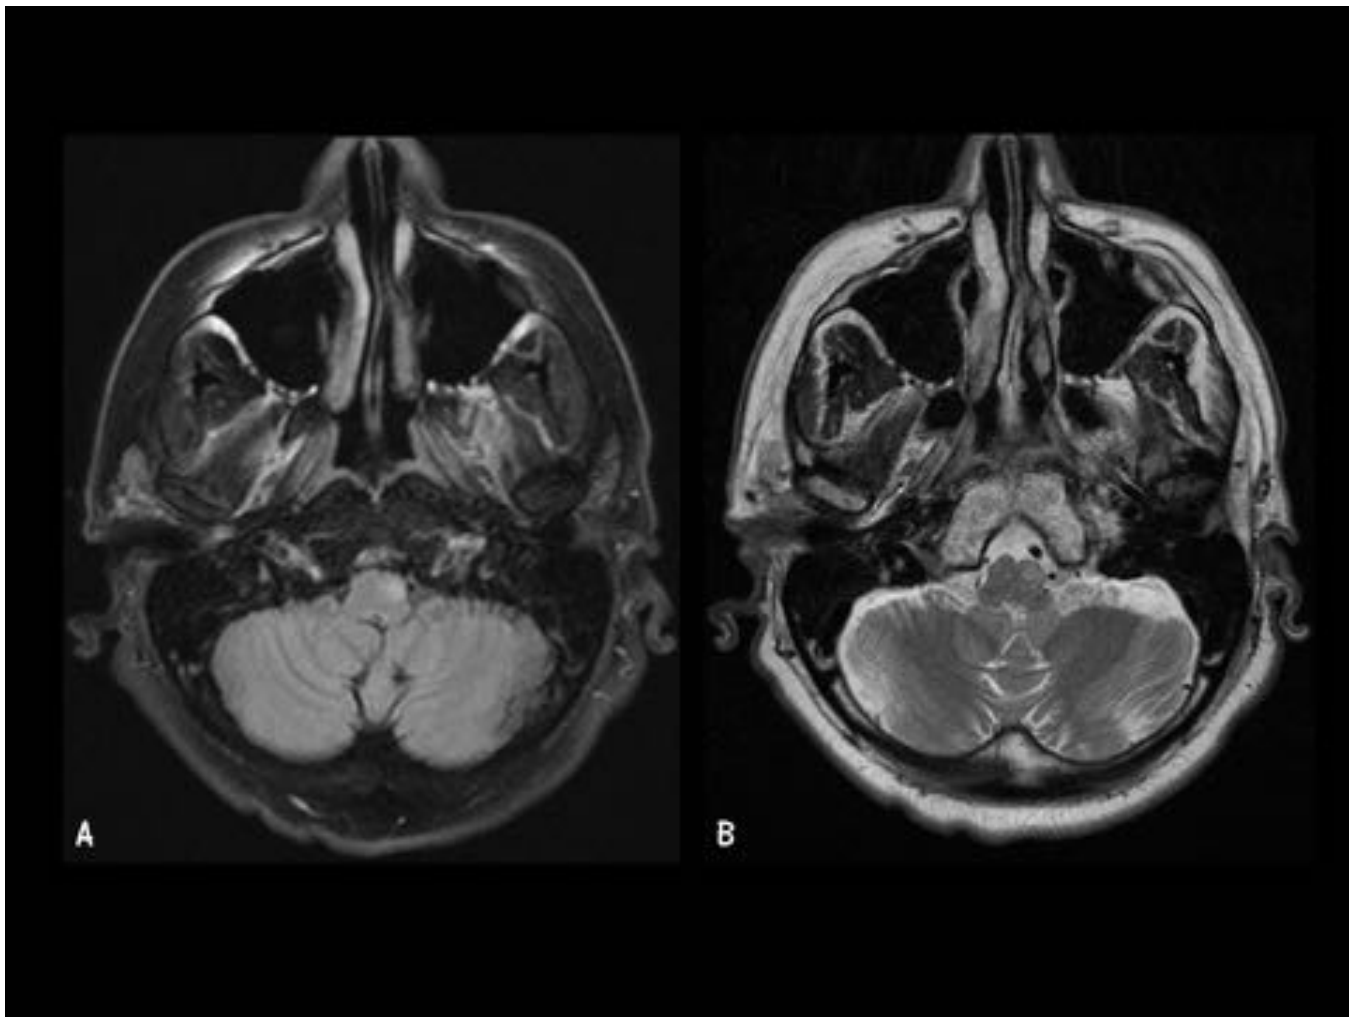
Caso 1. Etiología Vascular. Mismo paciente que el figuras previas (Ver figuras 4-6). Imágenes axiales. RM 05/08/2012. A. FLAIR. B. T2 FS. Obsérvese el aumento de señal en el núcleo olivar inferior izquierdo, característico de la Hipertrofia Olivar Degenerativa (HOD).
